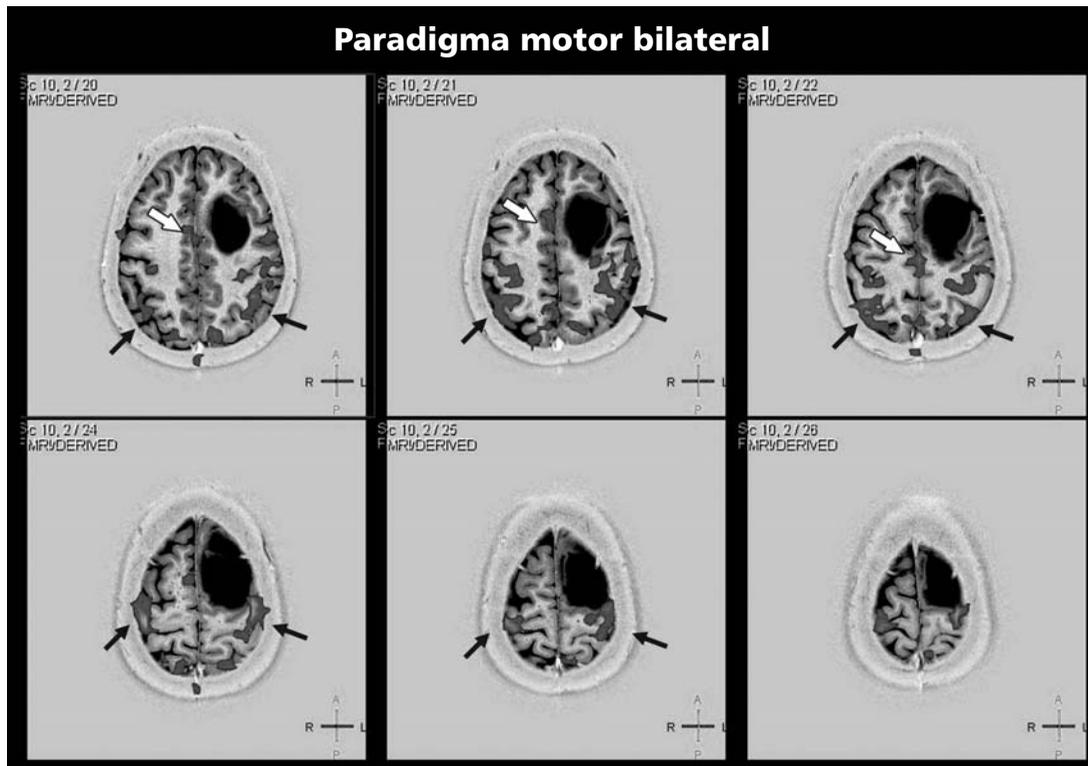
Glioma frontal izquierdo de bajo grado. Se muestra un ejemplo de un glioma prefrontal de bajo grado que fue evaluado con resonancia magnética funcional utilizando paradigma motor bilateral, en donde no se identifica compromiso del área elocuyente motora primaria izquierda (flecha negra) como así tampoco del área motora suplementaria (flecha blanca).
